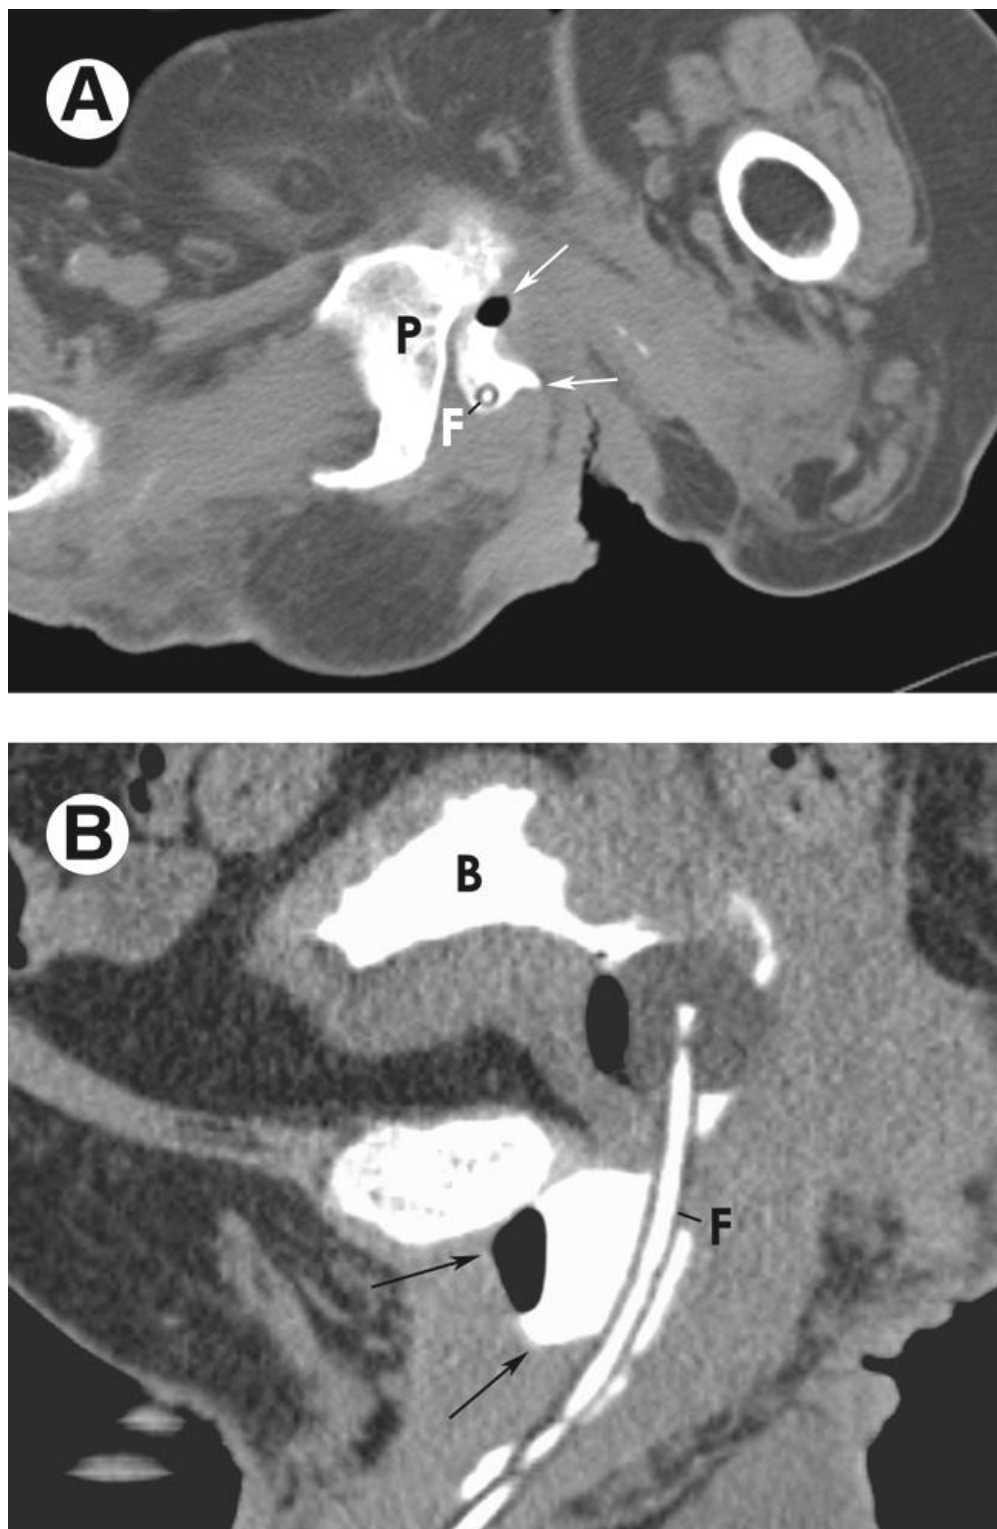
TDM couplée à une uréthrographie [10] :
